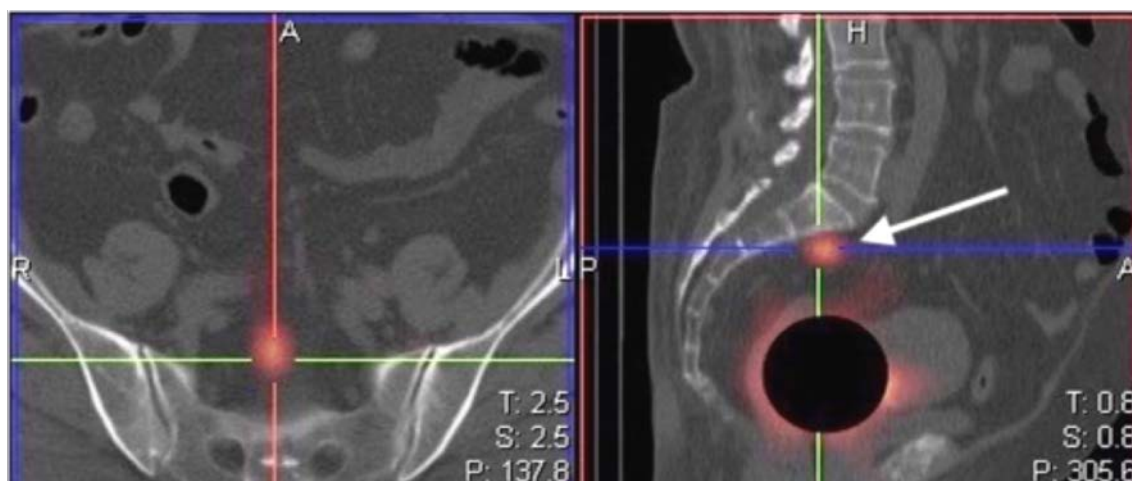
ОФЭКТ-КТ томограмма. Пресакральный сигнальный ЛУ
